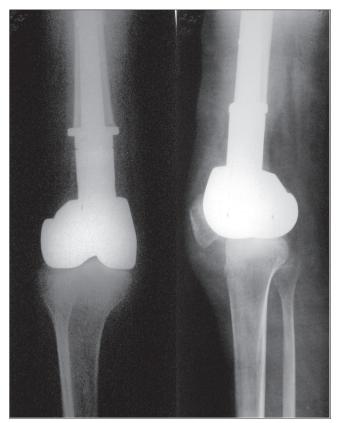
Фотокопии рентгенограмм больной после первой операции
